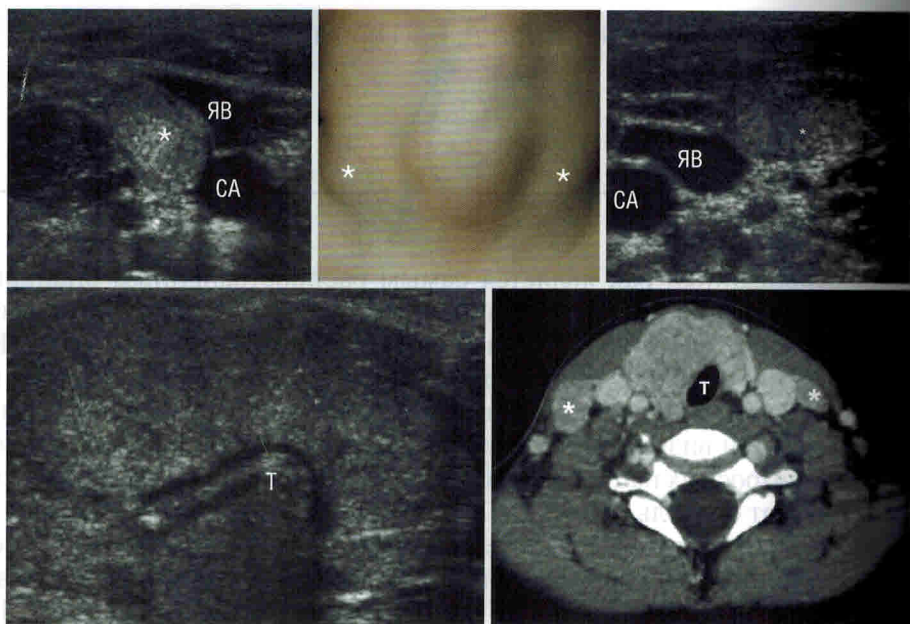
Клиническая картина папиллярной карциномы щитовидной железы у детей. Мальчик, 6 лет, с пальпируемыми метастазами в лимфатические узлы шеи (отмечено звездочкой) и выраженным асимметричным зобом. При ультразвуковом исследовании выявлены первичная опухоль с множественными микрокальцинатами, которая диффузно поражает обе доли щитовидной железы и перешеек (внизу слева), а также метастатическая лимфаденопатия шеи (отмечено звездочкой) как в правом (вверху слева), так и в левом (вверху справа) латеральных отделах. Компьютерная томография шеи с контрастом, проведенная на предоперационном этапе, также подтверждает стадию опухоли и ее анатомическую взаимосвязь с нижележащими отделами верхних дыхательных путей и пищеводом. СА — сонная артерия; ЯВ — яремная вена; Т — tumor.
